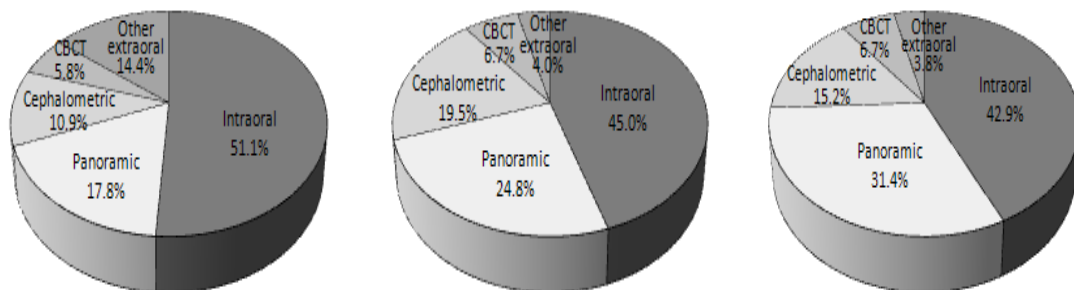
Utilization rate of dental units for radiographic method; A group (left), B group (center) and C group (right)
